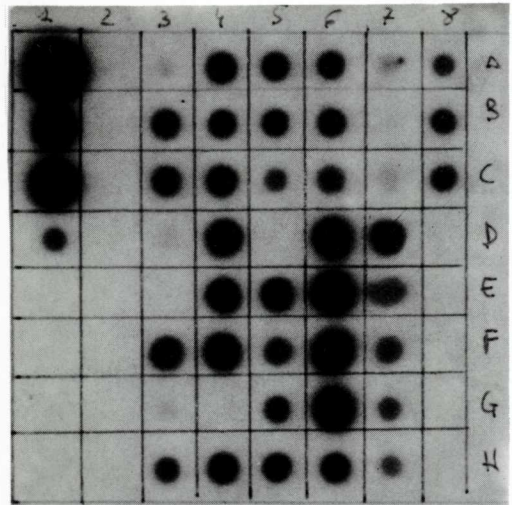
Hibridació molecular "blot dot". Imatge obtinguda després de l'autoradiografia i del revelat. La columna número 2 correspon als controls negatius, i la resta de posicions als controls positius i a les diferents mostres de sèrum analitzades. Les taques negres assenyalen les mostres amb DNA-VHB. La seva intensitat és proporcional al grau de positivitat de les mostres.
